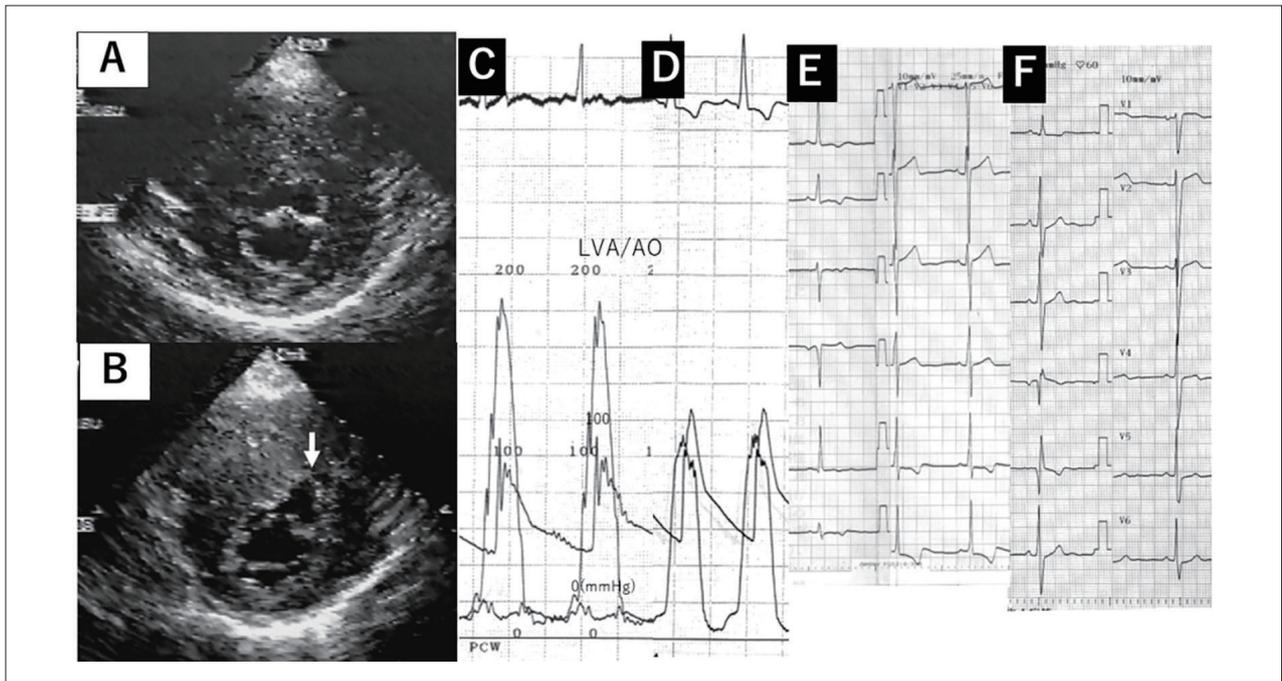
Morrow手術自験例 20歳台女性。A、C、E: 術前 A: エコー短軸像(非対称性中隔肥大)、C: 左室流出路圧較差約80mmHg、E: ECGは著明なLVH。B、D、F: 術後 短軸像で短冊状に心筋が切除され(B矢印)、流出路圧較差は消失(D)、ECGは軽度QRS幅の延長を認める(F)。
